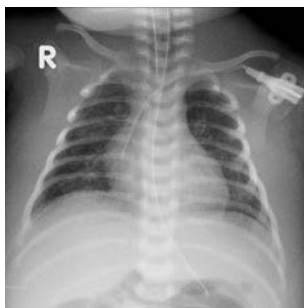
• Röntgen-Thoraxaufnahme zur Kontrolle der ZVK-Lage. ZVK (hier Subklaviakatheter) regelrecht positioniert: Die Spitze liegt im rechten Vorhof; zusätzlich Magensonde und Trachealtubus
